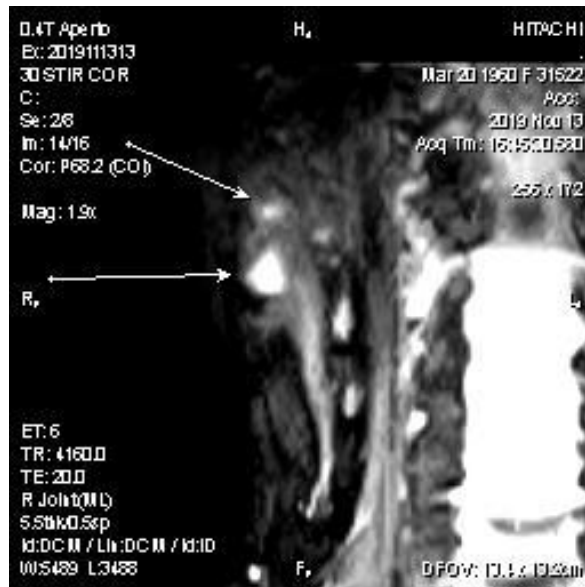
Коронарное компьютерно-томографическое изображение мягких тканей головы и шеи больной А.
